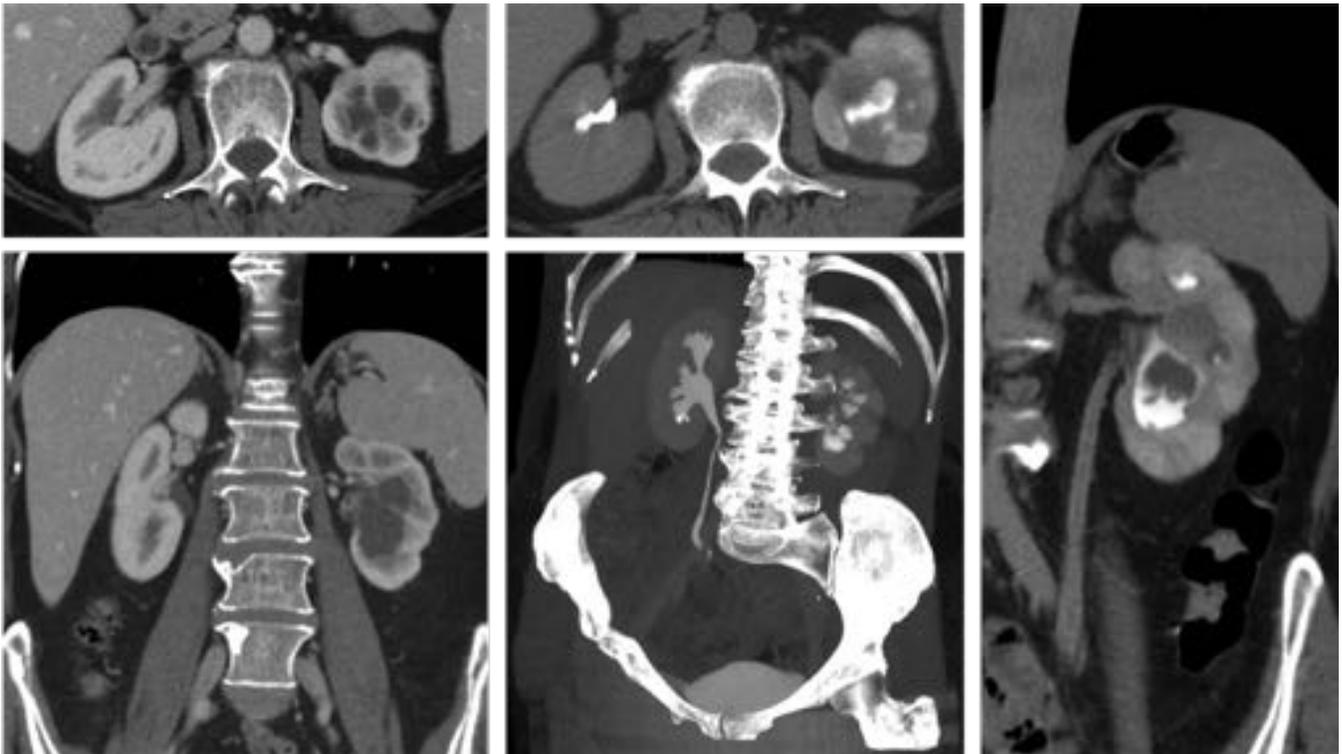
TC con contraste en fase nefrogénica: hidronefrosis en riñón izquierdo con alteración de su morfología, cicatrices y reducción del espesor cortical. El nefrograma es más débil que el contralateral con zonas más hipodensas junto con otras de aspecto quístico. Hallazgos debidos a la lesión directa del bacilo y a la hidronefrosis existente. TC con contraste fase excretora: áreas de nefrograma persistente indicativas de retraso en la eliminación de contraste evidente en las reconstrucciones coronales.
